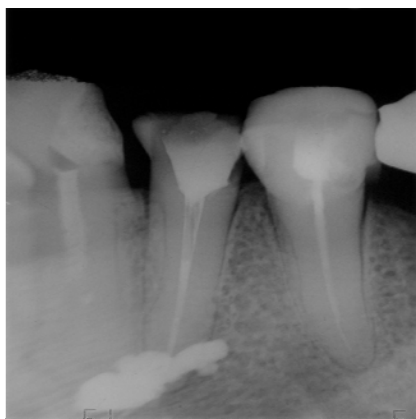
На контрольной дентальной рентгенограмме: после завершения эндодонтического лечения премоляров нижней челюсти определяется инородное тело — пломбировочный материал, локализующийся в проекции ментального отверстия
